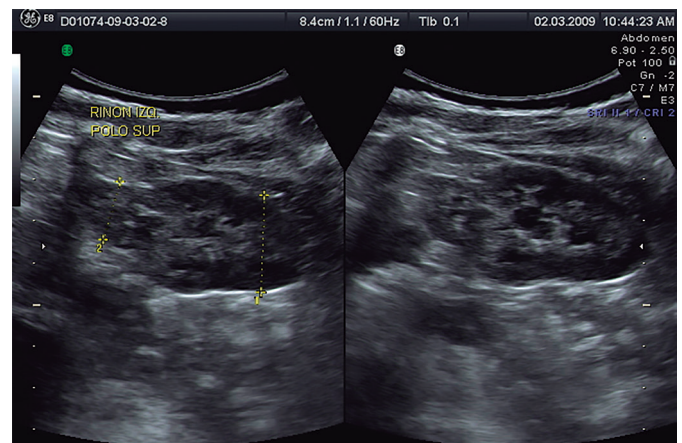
Ecografía: pielonefritis crónica. Cicatrices parenquimatosas de contornos irregulares
